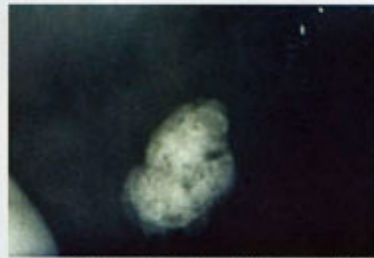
Radiografia de diagnóstico em que é visível o sialólito
